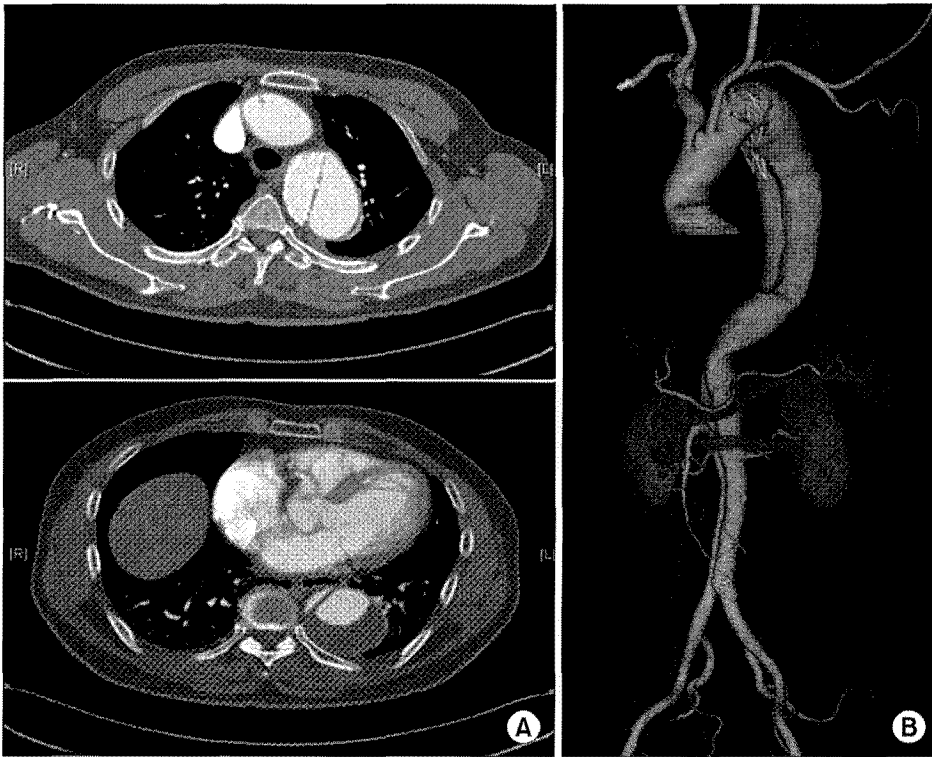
Preoperative CT scan. (A) The transverse section shows type I endoleak at the proximal portion of previous stent. The true lumen is collapsed by compression of false lumen at the mid-thoracic level. (B) 3-dimensional CT angiography.
